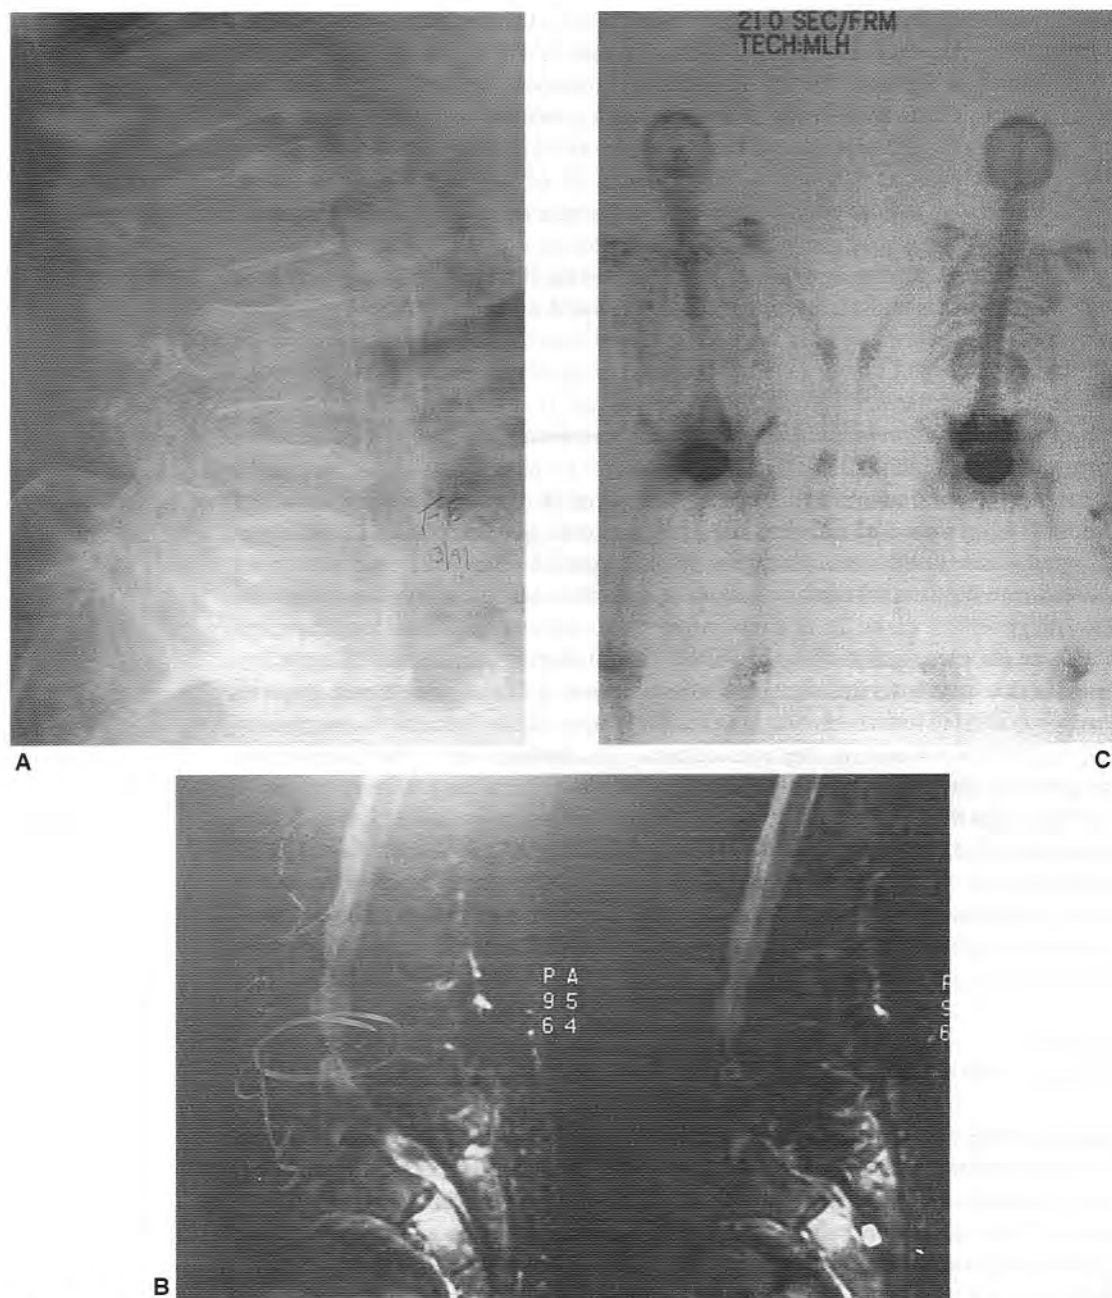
(A) Radiografía lateral de una mujer de 77 años con reagudización de un dolor de espalda de larga evolución. La radiografía lateral muestra una espondilolistesis L5-S1 de grado II, así como un acúñamiento de una antigüedad indeterminada del cuerpo vertebral de L4. (B) La resonancia magnética de la misma paciente muestra una discopatía degenerativa múltiple, con una protuberancia bastante significativa en L3-L4 que causa una estenosis del canal medular moderada. También se aprecia la espondilolistesis de grado II en L5-S1. La atención, sin embargo, debe dirigirse hacia la zona de mayor intensidad de señal situada en el sacro, compatible con una fractura por insuficiencia. (C) La gammagrafía ósea confirma que las fracturas bilaterales por insuficiencia del sacro son la causa de la reagudización del dolor crónico de la paciente.
